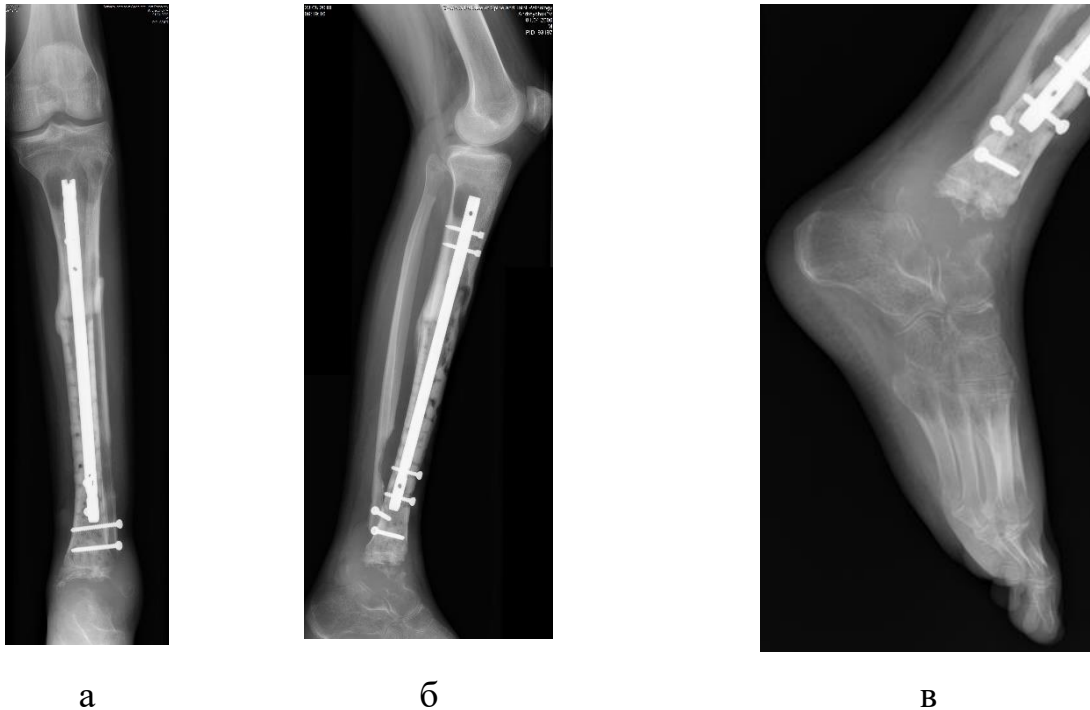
Фотовідбитки рентгенограм лівої гомілки (а, б) та ступні хворого (в) А., 17 років, (історія хвороби № 93197). Пролонгація літичного ураження верхньої третини великогомілкової кістки, малогомілкової кістки в верхній та нижній третині, тотальне ураження таранної кістки – рецидив адамантіноми.
